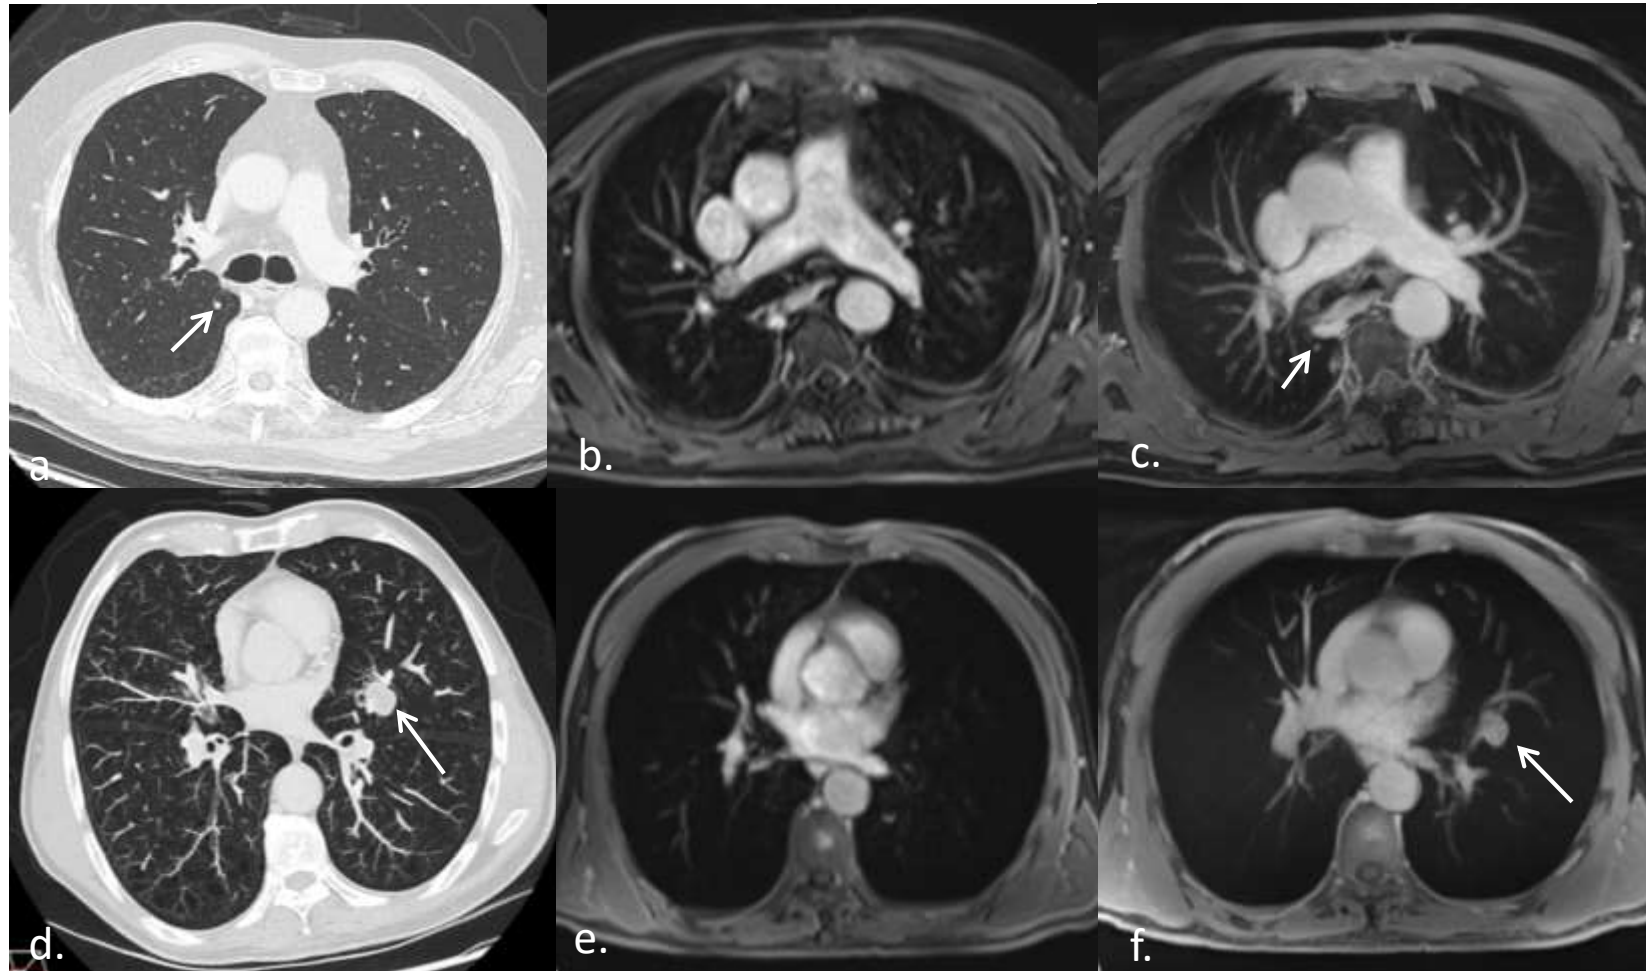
Two examples of pulmonary nodules not visible on VIBE and clearly identified on StarVIBE (a, b and c: chest CT, VIBE and StarVIBE images of a patient followed for HCC with suspicious nodule visible on StarVIBE and not on VIBE images; d, e and f: chest CT, VIBE and StarVIBE images of a patient followed for colorectal cancer with liver and lung metastases, a lung metastasis measured at 20 mm was not visible on Vibe)
